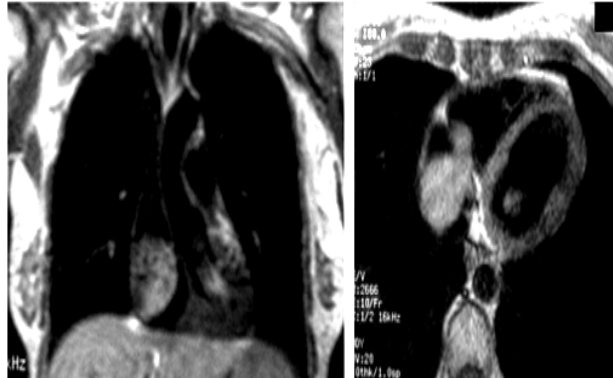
RMN. Mixoma auricular derecho.
